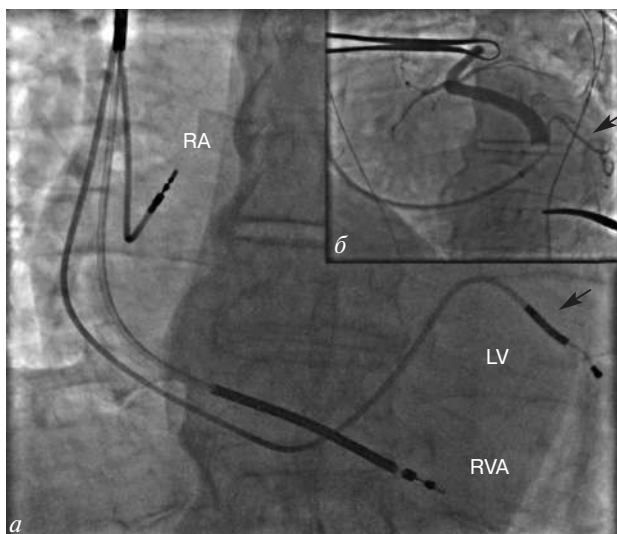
Окончательная рентгеноскопическая картина имплантации электродов бивентрикулярного ресинхронизирующего устройства с функцией дефибриляции:
